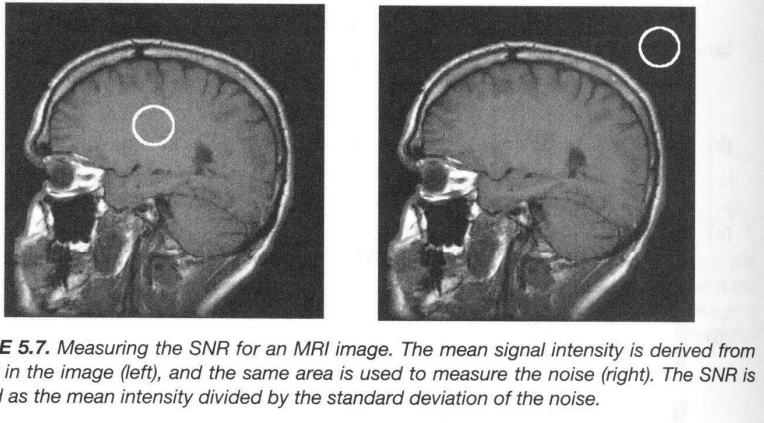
Measuring the SNR for an MRI image. The mean signal intensity is derived from an ROI in the image (left), and the same area is used to measure the noise (right). The SNR is defined as the mean intensity divided by the standard deviation of the noise.
